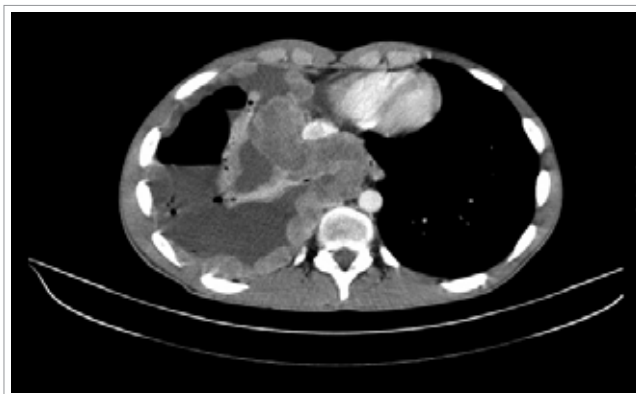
СКТ органов малого таза, брюшной полости и грудной клетки имеет выпот в большом количестве с признаками его осумкования. Костальная, медиастинальная, паравerteбральная и наддиафрагмальная плевра уплотнена, с неравномерными бугристыми утолщениями размером до 30 мм. Справа присутствует воздух после проведенной плевральной пункции. Заключение: СКТ-картина метастатического поражения легких, плевры справа.
